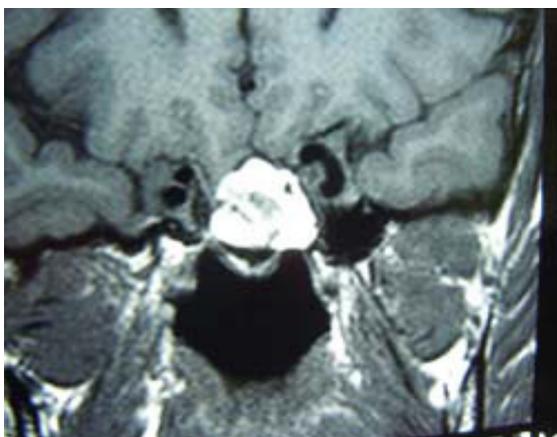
Ressonância Nuclear Magnética (RNM) em corte coronal, sem contraste, mostrando material de preenchimento da sela turca (tecido adiposo autólogo) espontaneamente hipertenso em T1 ocupando a porção anterior da sela turca e região supraselar e frontobasal para correção da hérniação
